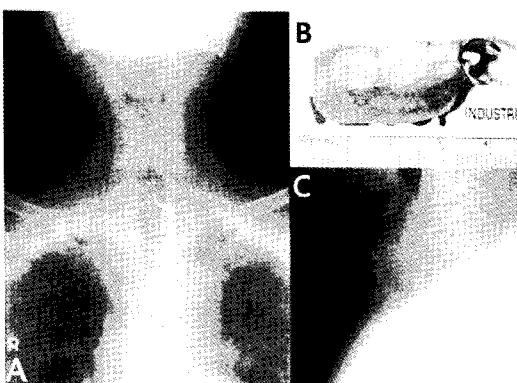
Simple X-ray showing an esophageal foreign body(dental prosthesis) lodged at the esophageal inlet of a 72-year-old man.
